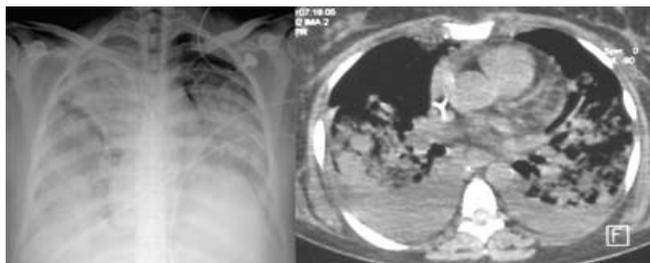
A) Por radiografía de tórax se observa infiltrado pulmonar bilateral. B) Tomografía axial computarizada de tórax donde se observan infiltrados pulmonares bilaterales y derrame pleural.
